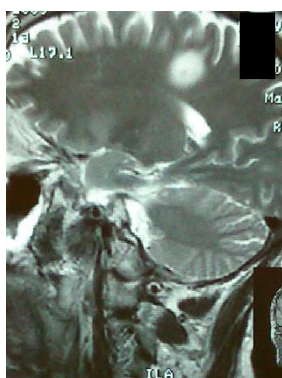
МРТ больной М., 9 лет, с диагнозом ДЭМ. FLAIR-ИП
